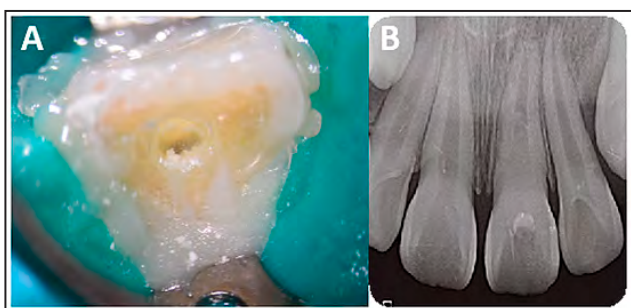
A. Imagen clínica de la medicación intracanal degradada con exudado intracanal. B. Radiografía periapical post segunda sesión evidenciando deficiencias en longitud de medicación intracanal.
